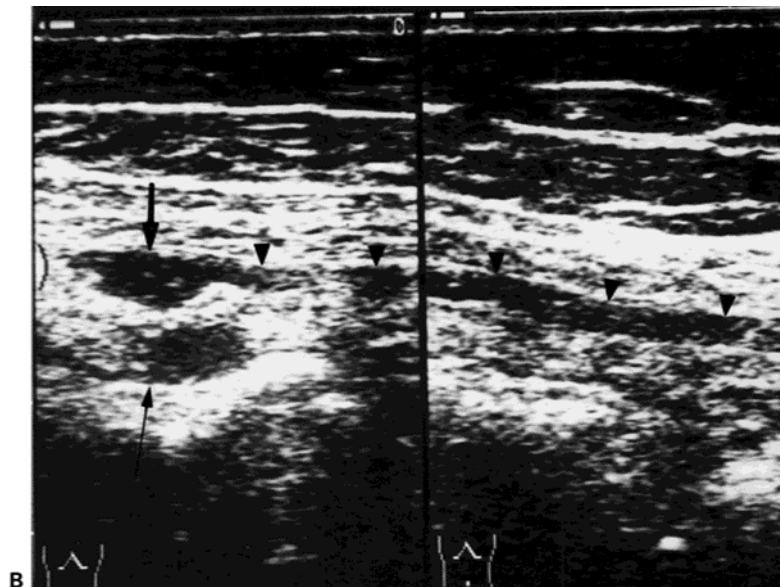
une échographie sur une coupe transversale montrant un épaississement péritonéale diffus (têtes des flèches) associé à un épaississement du grand épiploon (flèche longue et fine) [114].
